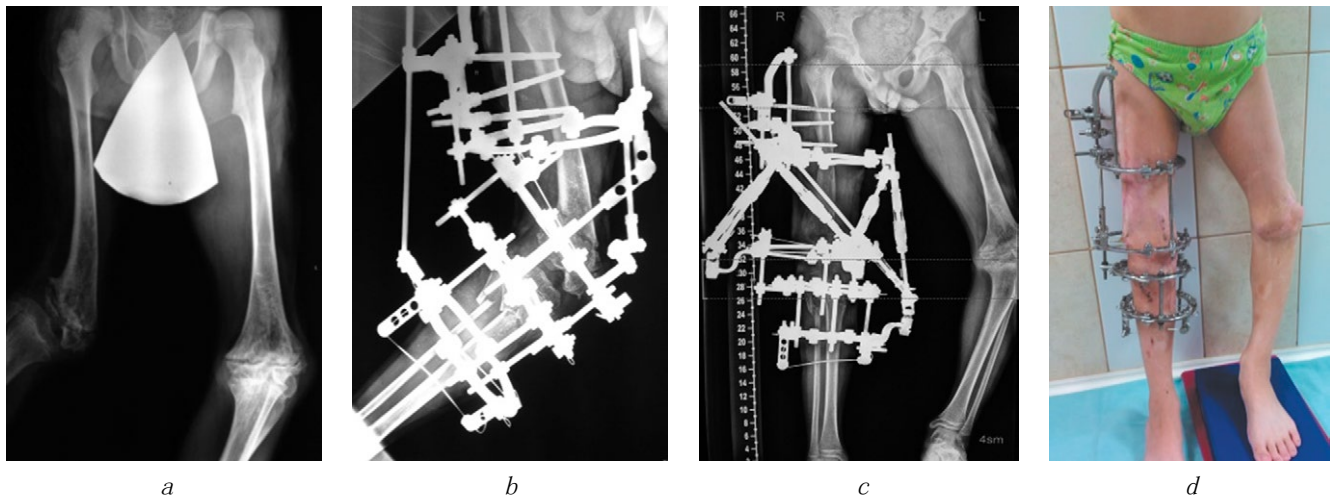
K. 病人右下肢畸形矫正前 (a)、间 (b)、后 (c、d) 的X线片 (a - c) 和照片 (d)
